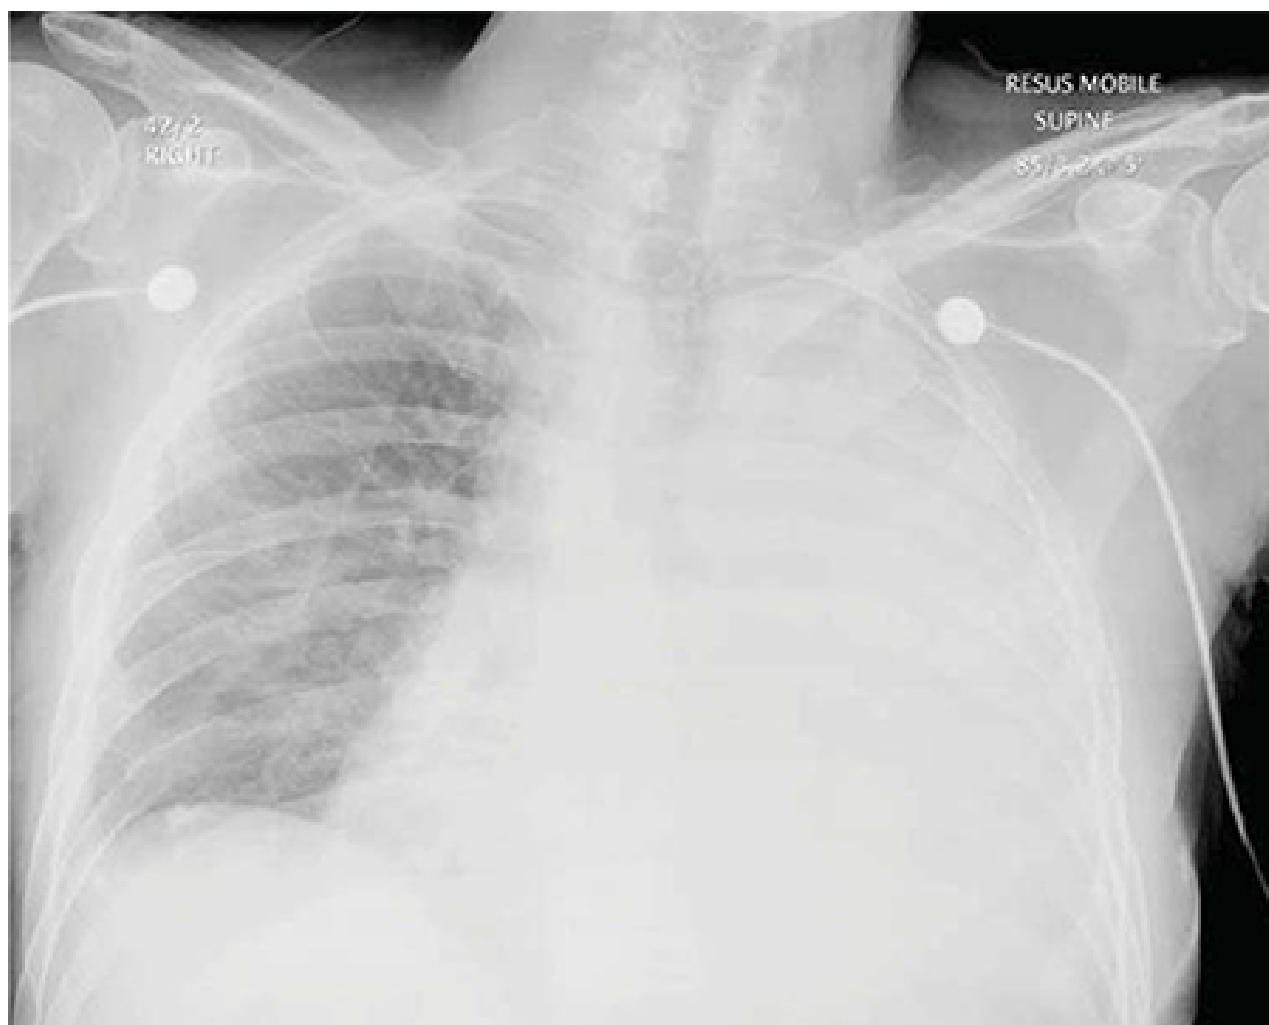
Radiografia torácica demonstrando colapso total do lado esquerdo e substituição do hemitórax com mesotelioma; há expansão reduzida deste lado
